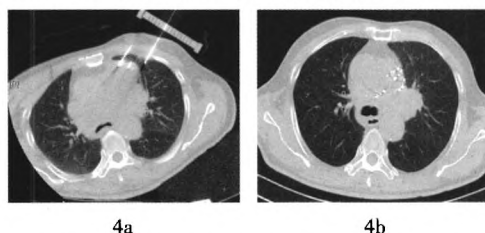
患者男性, 63岁, 左肺小细胞肺癌,  $^{125}\text{I}$  粒子植入治疗左肺中心型肺癌前后 CT 图像对比。图中, 4a: 正在植入  $^{125}\text{I}$  粒子; 4b: 治疗后6个月, 原病灶明显减小。
